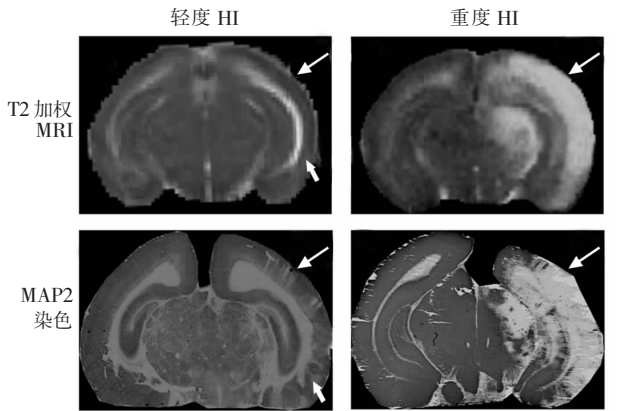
大鼠 HI 后 48 h 头部 T2 加权 MRI 和 MAP2 染色切片 轻度 HI 鼠皮质 T2 强度轻度下降, 皮质 MAP2 染色(白箭头)中度下降, 皮质下白质 T2 强度增加且伴有水肿(粗白箭头); 重度 HI 鼠缺血侧半球 T2 强度明显增加, 皮质与白质 MAP2 染色均明显下降(白箭头)。
